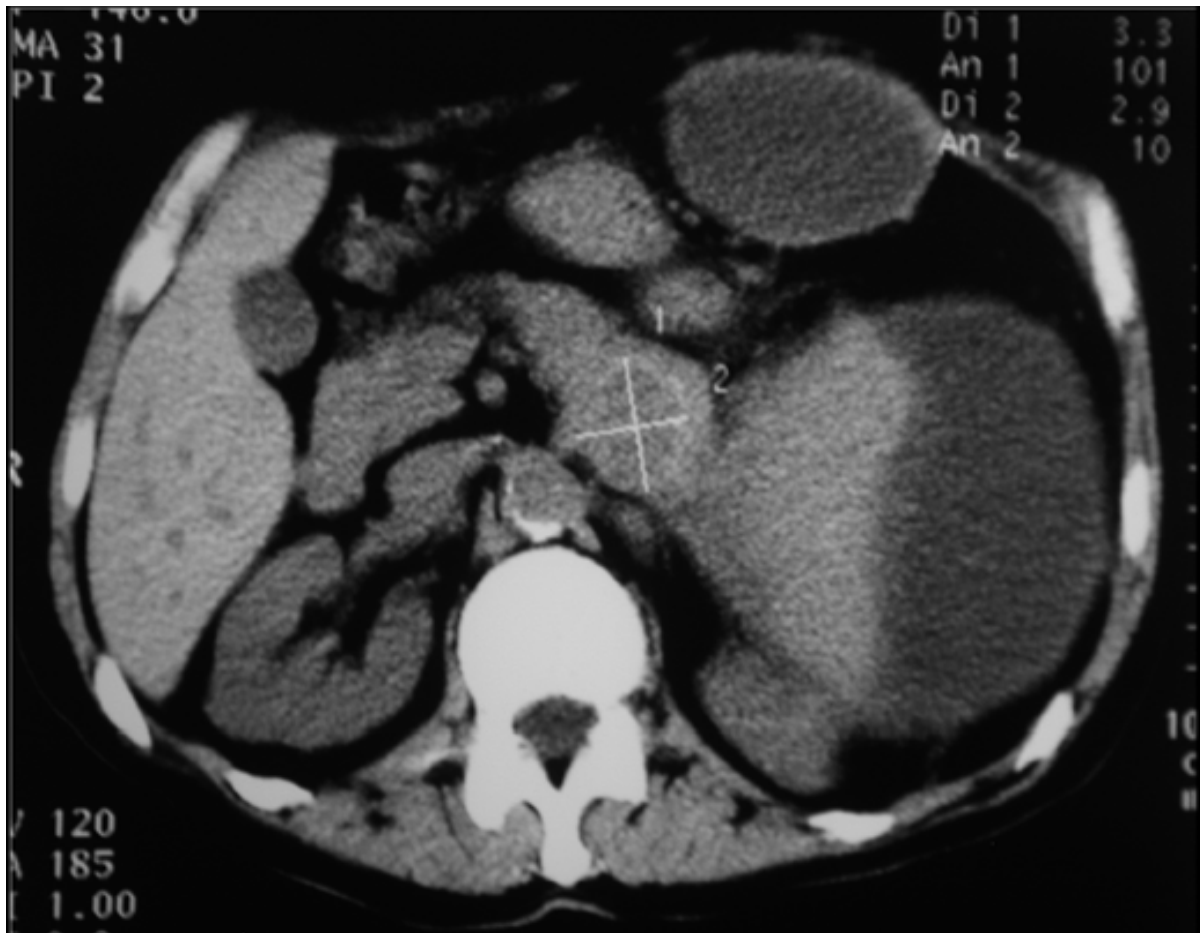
TDM abdominale : Tuberculome de la queue du pancréas et de la paroi abdominale antérieure[160]
